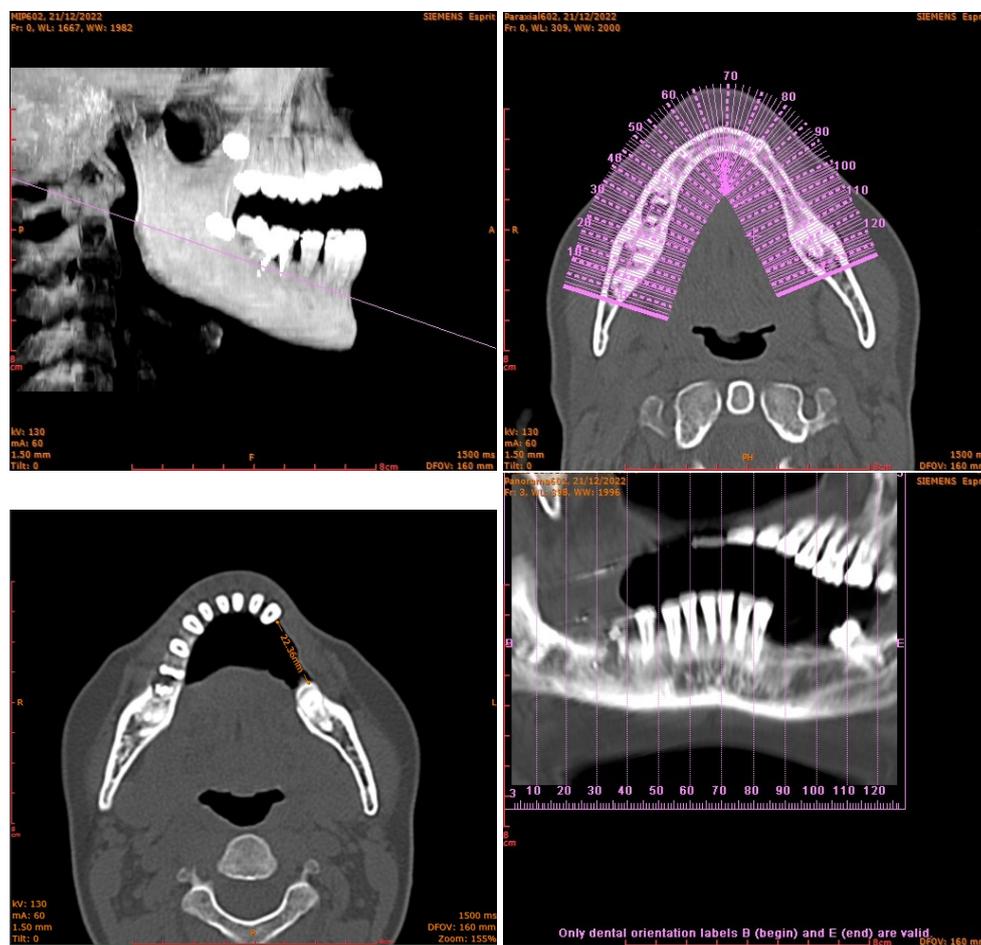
imagens obtidas através do exame de TC. As imagens superiores apresentam as linhas de referências selecionadas para a obtenção das restantes imagens. As imagens inferiores apresentam um corte axial para a avaliação dentária do paciente e a imagem panorâmica do paciente em estudo.
